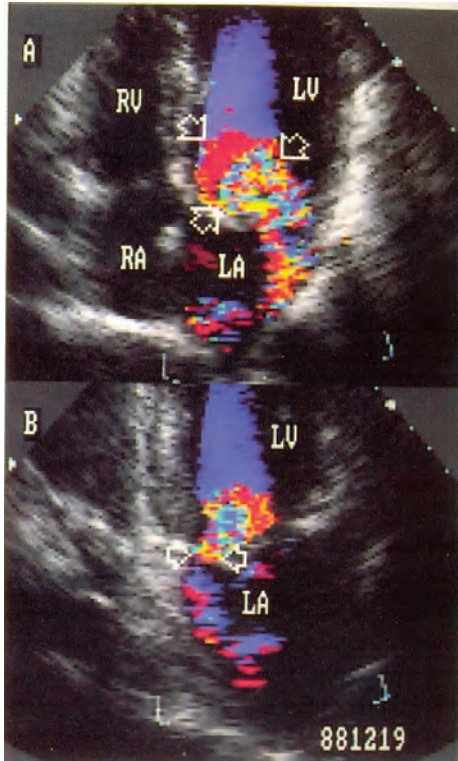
Ecocardiograma Doppler codificado a color muestra insuficiencia mitral severa con mosico excéntrico pequeño el área de isoaceleración proximal de flujo es amplia (ver flechas) se correlaciona con al severidad de la insuficiencia. RA: aurícula derecha, AI: aurícula izquierda, RV: ventrículo derecho, LA: aurícula izquierda y LV: ventrículo izquierdo.
